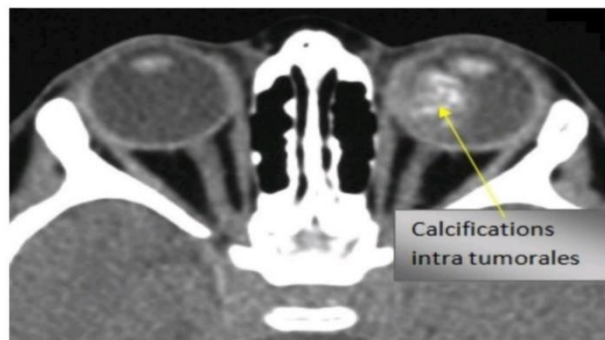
calcification intra tumorale unilatérale d'un RB bien visible à la TDM (Tomodensitométrie) [21].
